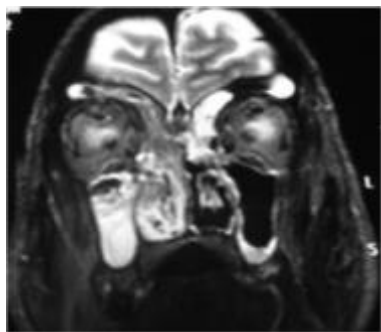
IRM en coupe coronale : hypersignal T2 maxillaire droit.
